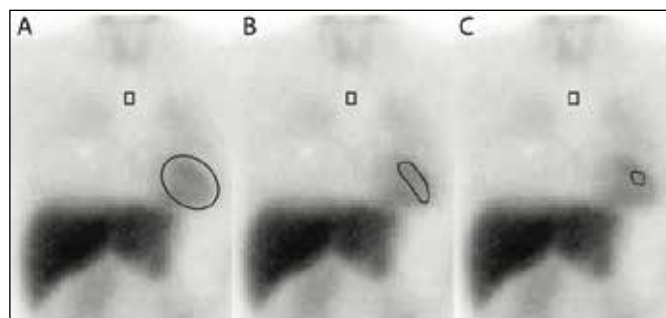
Cardiac ROI placement in ^{123}I -mIBG scintigraphy: (A) Whole heart, including the myocardial cavum; (B) Left ventricle; (C) Small left ventricle ROI.
